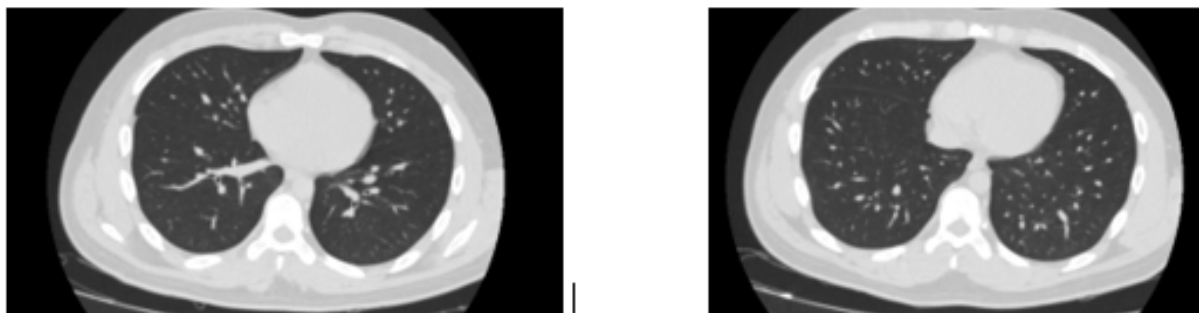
Tomografía Simple de Tórax , control a los 15 días: silueta cardiaca de tamaño y contornos normales , no se evidencia lesiones pleuro pulmonares activas. (Realizado por Villagómez)
